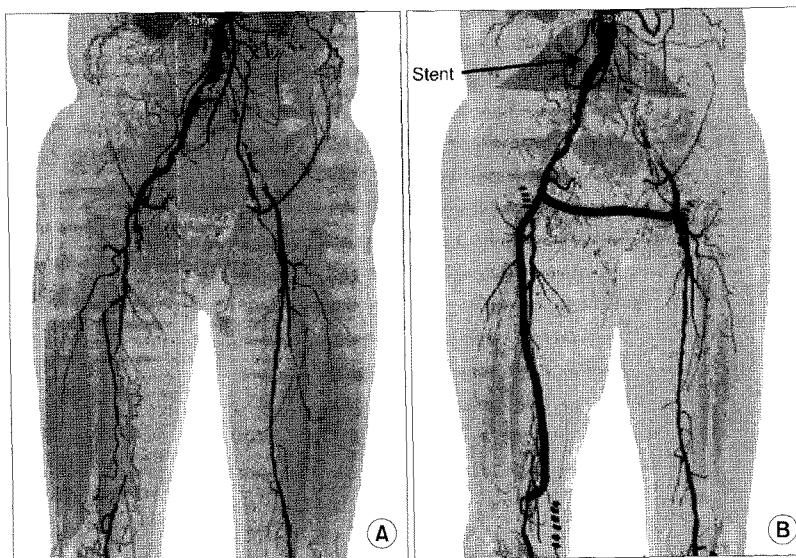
Hybrid procedure case. CT angiogram shows proximal right common iliac artery stenosis and left femoral artery occlusion (A). After insertion of stent in the right common iliac artery, Fogarty thromboembolectomy and femorofemoral bypass graft were performed. Post operative angiogram shows good patency of graft (B).
